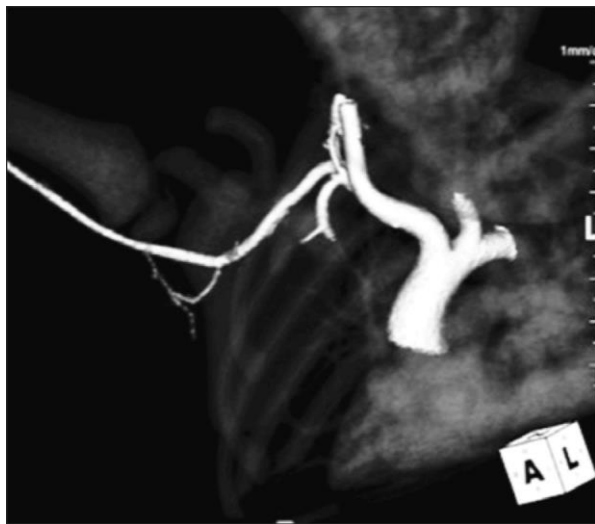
Tomografía de control de la arteria axilar derecha sin evidencia de estenosis o disección en el sitio de la punción.
